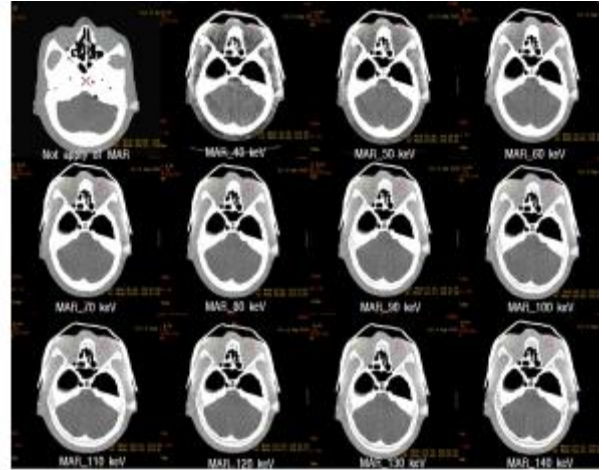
Image of measurement to CT value.
